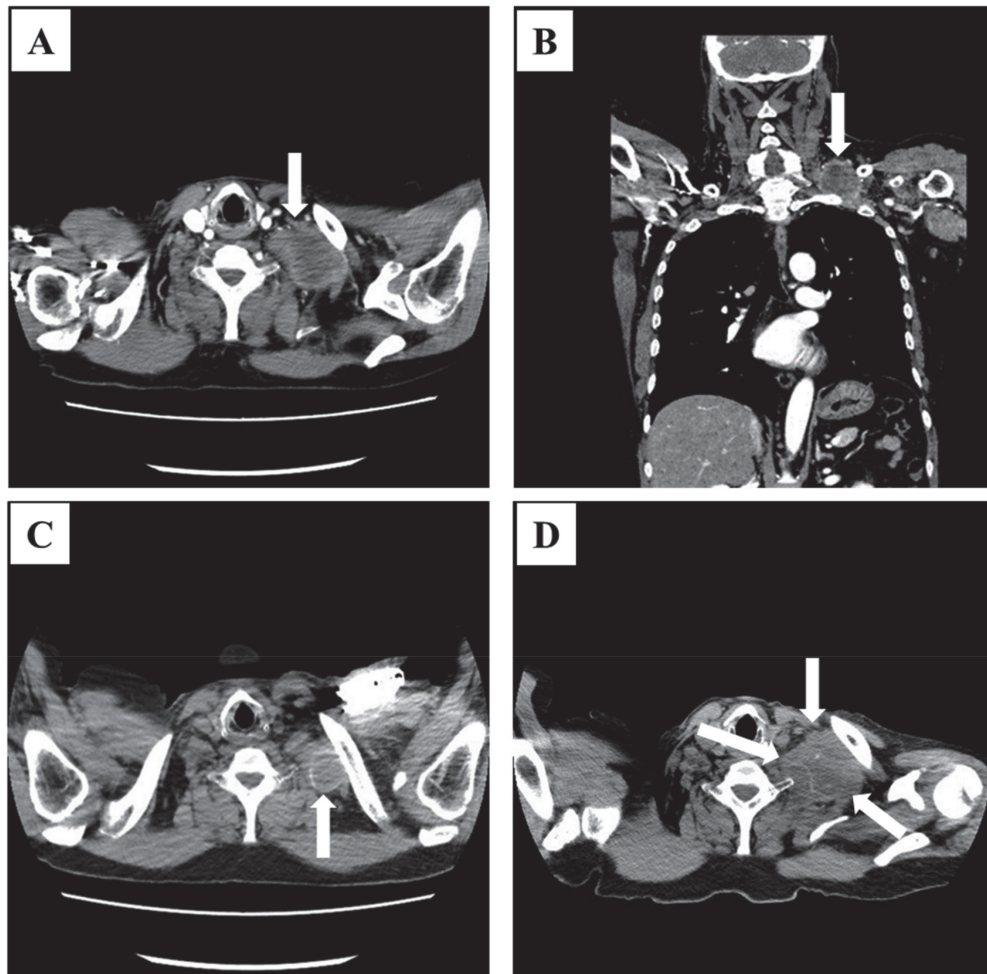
CT scan shows a swelling of the subclavicular lymph node.
